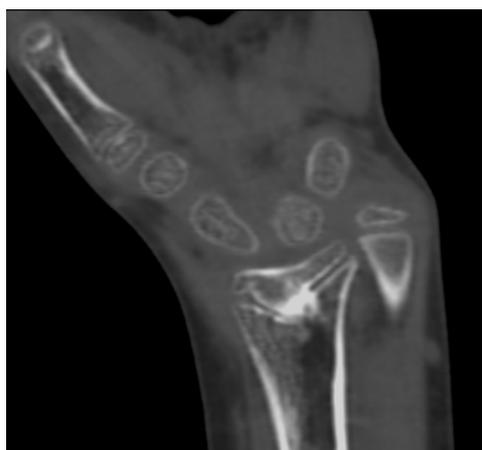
En esta imagen de resonancia magnética se aprecia claramente la presencia de un puente óseo central en la fisis del radio.
